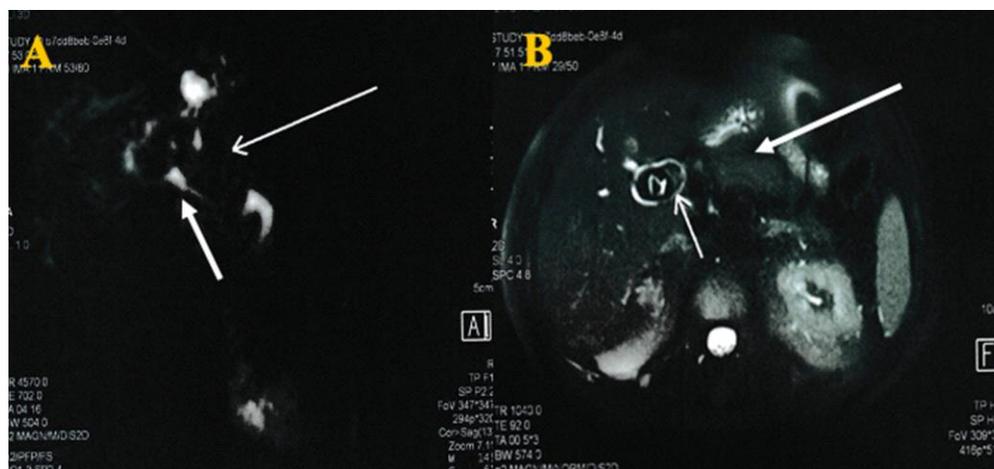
Image de l'IRM montrant le syndrome de Mirizzi (flèches blanches). (A) Vue coronale. (B) Vue axiale.
